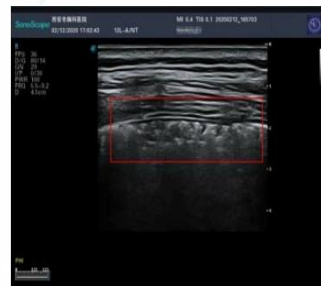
CT mostró "ground glass opacity" and "reticular shadows" debajo de la pleura en el pulmón izquierdo. La sonda convex, mostró líneas B en la parte posterior izquierda y las líneas A desaparecieron. Se observaron pequeñas lesiones irregulares y la línea pleural era discontinua (flechas rojas)
